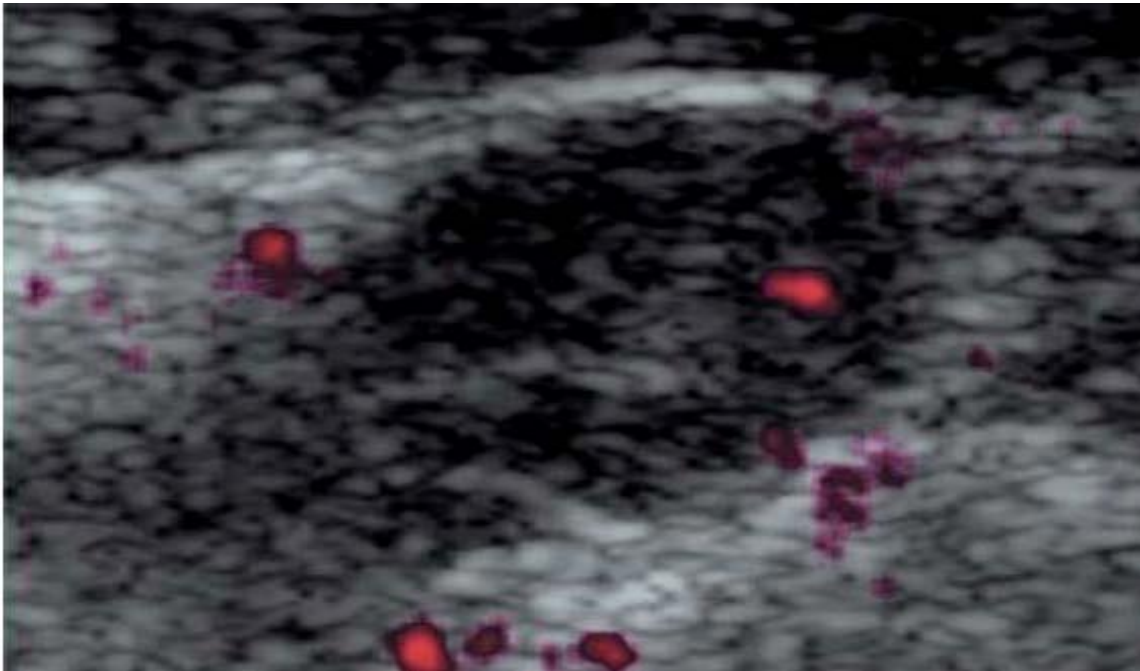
Echo doppler couleur d'un nodule solide, hypoéchogène; à contours flous [97]
